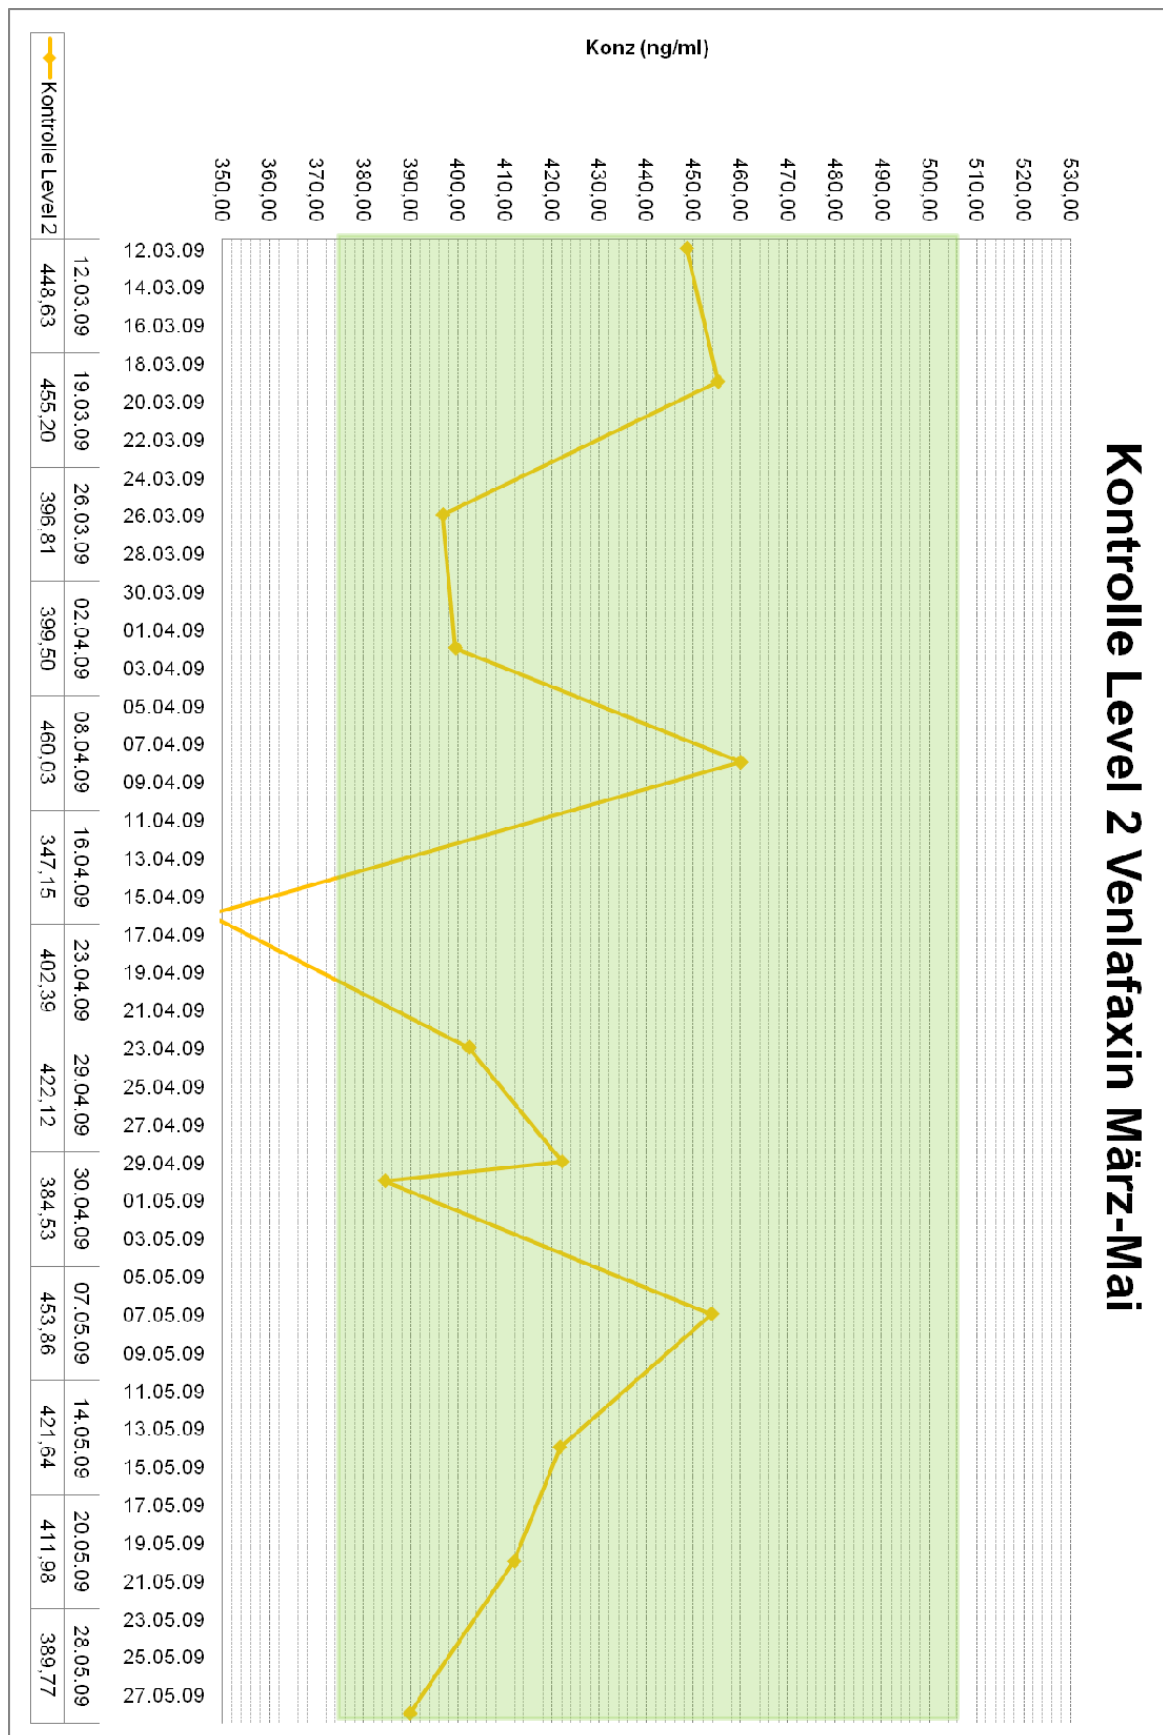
Kontrolle Level 2 Venlafaxin März-Mai (TDM 1a)
